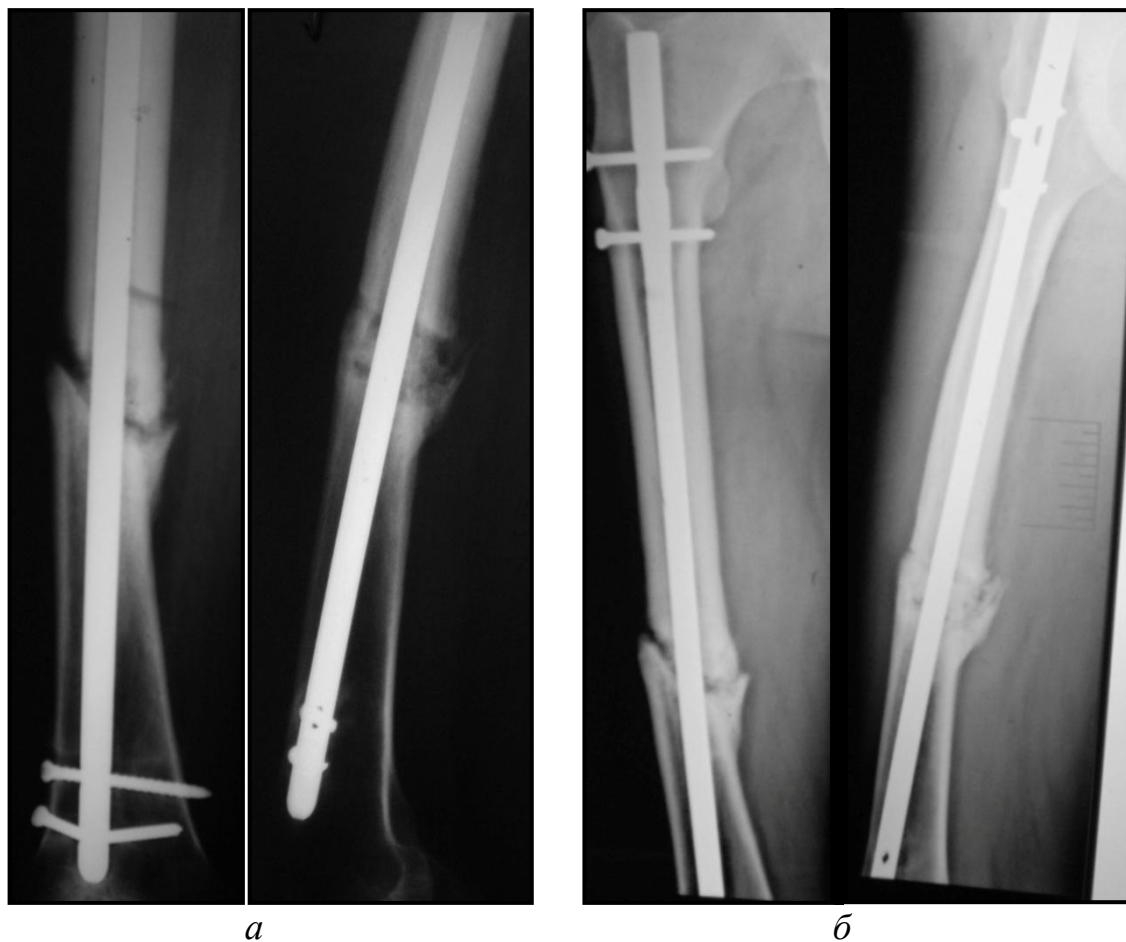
Рентгенограммы правой бедренной кости больного С. 61 года, и/б №9250.
